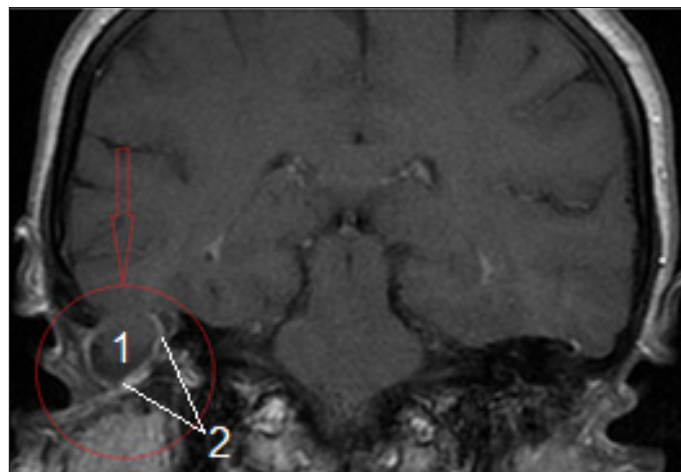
МРТ головы в коронарной проекции в T1 режиме с контрастным усилением Гадолинием. Определяется накопление контраста в тканях ТМО. 1 - мозговое вещество; 2 - контуры менингоэнцефалоцеле в полости среднего уха.
